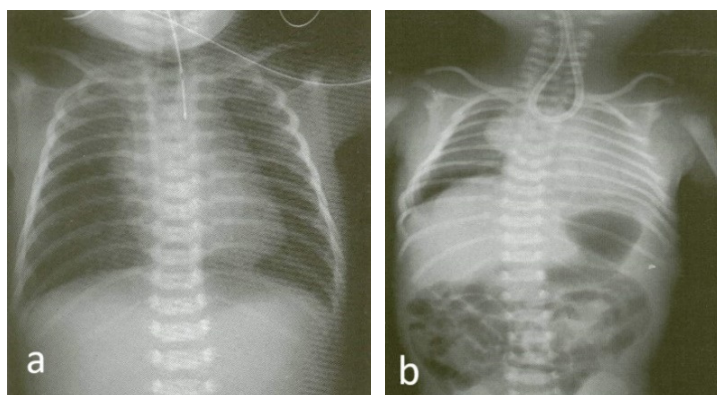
Radiografie toraco-abdominală, atrezie de esofag:
